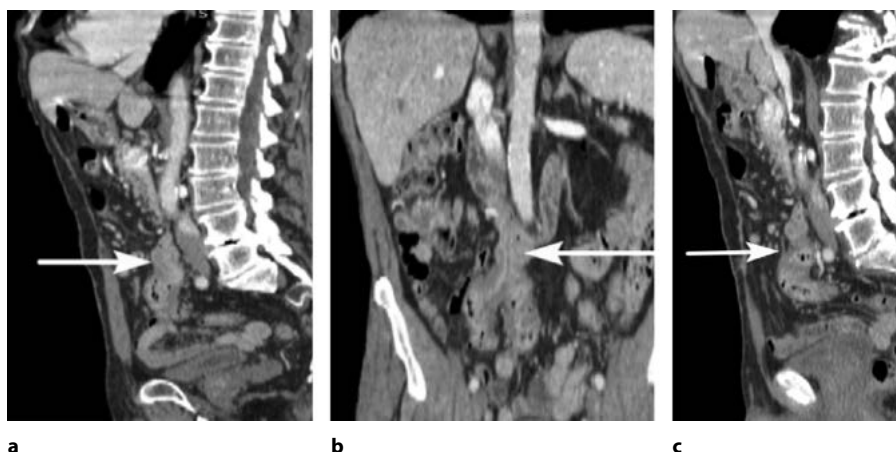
КТ-исследование органов брюшной полости, таза с болюсным контрастированием, поздняя артериальная фаза сканирования (а, с – сагиттальная проекция на разных уровнях визуализации, b – коронарная проекция): определяются удлинение, избыточная петлистость сигмовидной кишки, плотное прилежание сигмовидной кишки к горизонтальной части 12-перстной кишки, утолщение их стенок до 12 мм, избыточное накопление рентгеноконтрастного вещества в этой области, инфильтрация прилежащей клетчатки, визуализируется свищевой ход (указан стрелкой)
